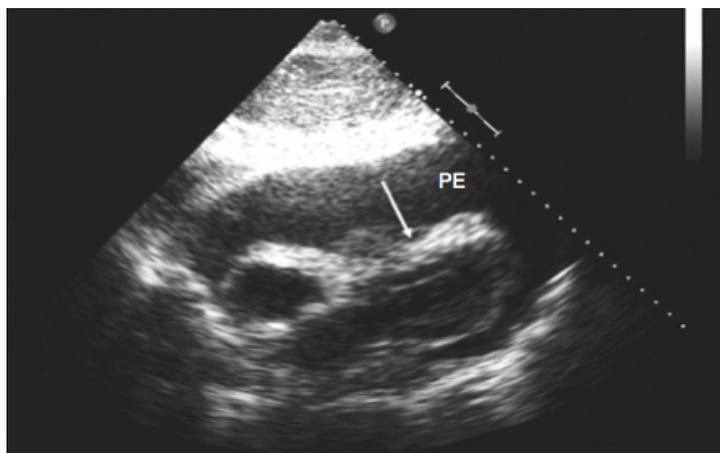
Ecocardiograma que demuestra un tamponade cardiaco
